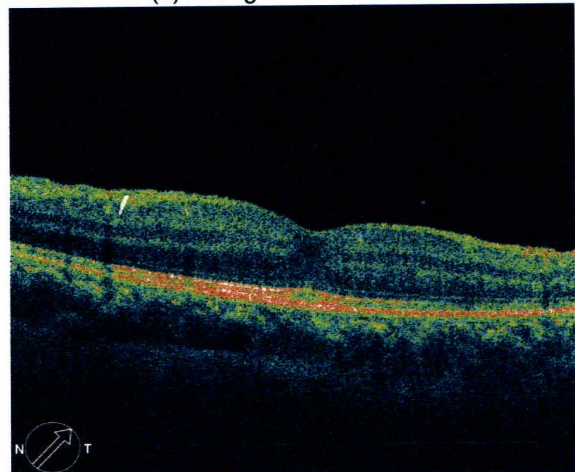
Hasil *optical coherence tomography* (OCT) sebelum operasi. Tampak gumpalan darah yang menutupi gambaran retina di bawahnya.
